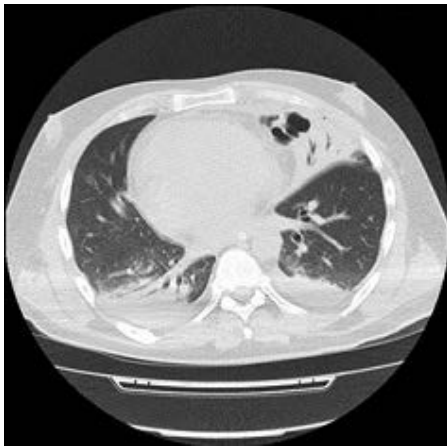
Больной Б. Фрагмент компьютерной томографии от 20.09.12 г. Формирование полости деструкции в толще зоны консолидации легочной ткани в язычковых сегментах левого легкого. Частичная резорбция жидкости из левой плевральной полости
